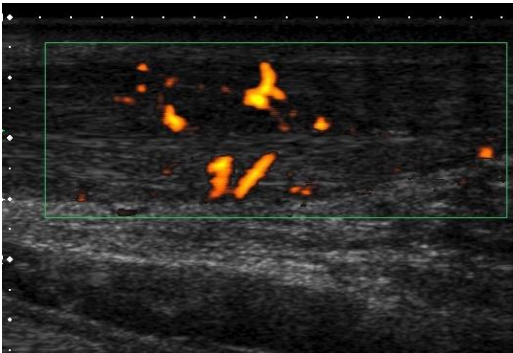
b. Tendinosis de Aquiles. Ecografía modo Doppler energía, plano longitudinal, muestra hiperemia asociada a la tendinosis.
